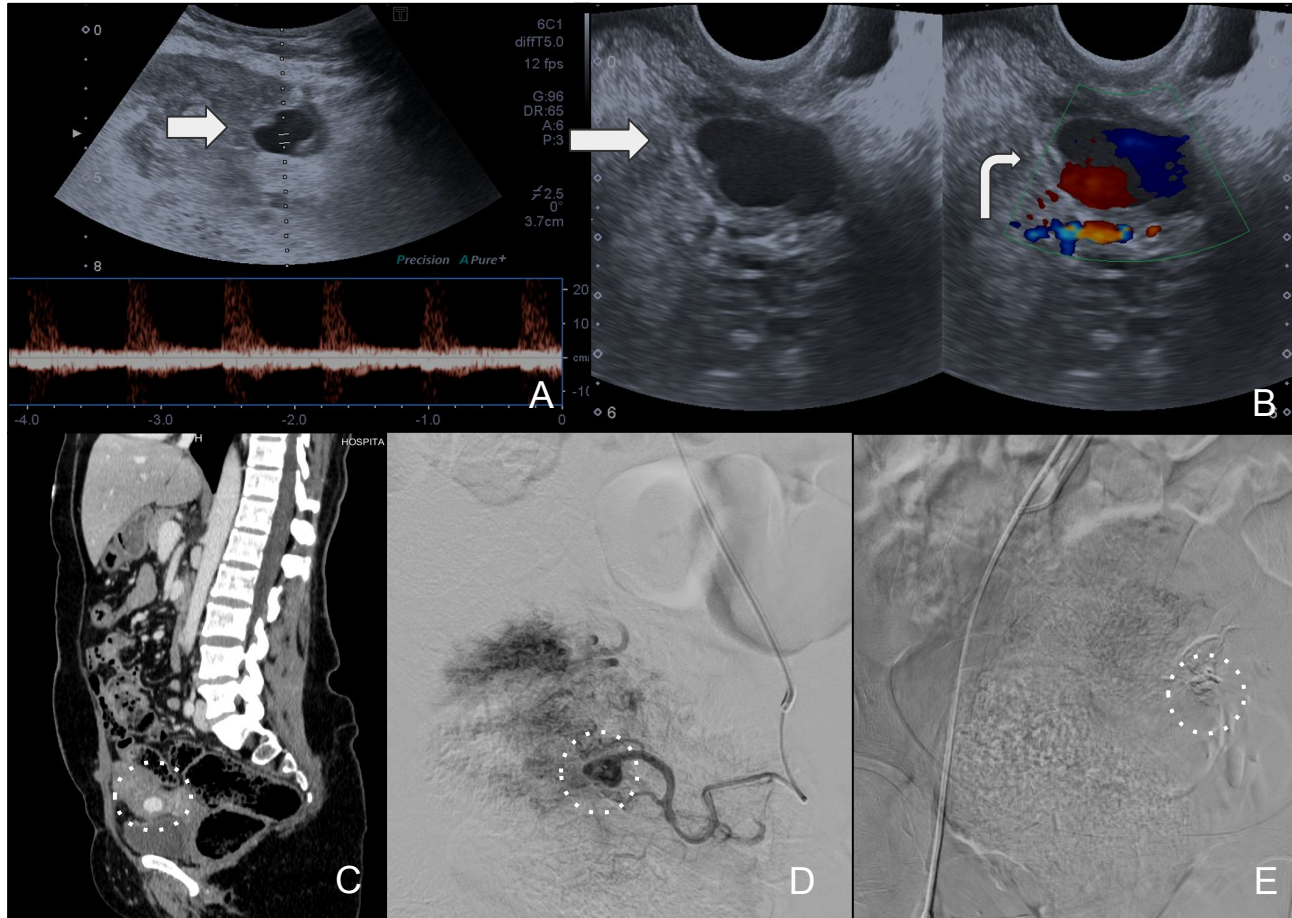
A y B) Ecografía C) Tomografía Computada con contraste endovenoso (TC) D y E) Angiografía. Se evidencia imagen anecogénica en el espesor miometrial (flecha en A y B) con flujo al examen Doppler color "signo del yin-yang" (flecha curva en B) y flujo sistólico y diastólico bidireccional compatible con pseudoaneurisma. C) Dicho hallazgo se confirmó en TC con contraste endovenoso (círculo punteado blanco en D) y Angiografía (círculo punteado blanco en D). Embolización de la misma (círculo punteado blanco en G).
